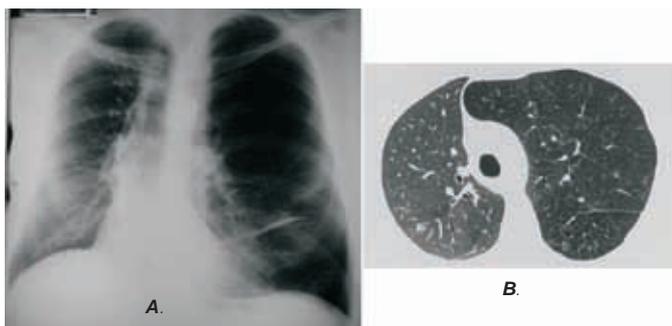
A. Raio-X de tórax 3 anos após transplante pulmonar unilateral à direita, com hiperinsuflação de pulmão nativo, depressão do hemidiafragma esquerdo, deslocamento mediastinal e compressão do pulmão transplantado; B. TC de tórax do mesmo período
